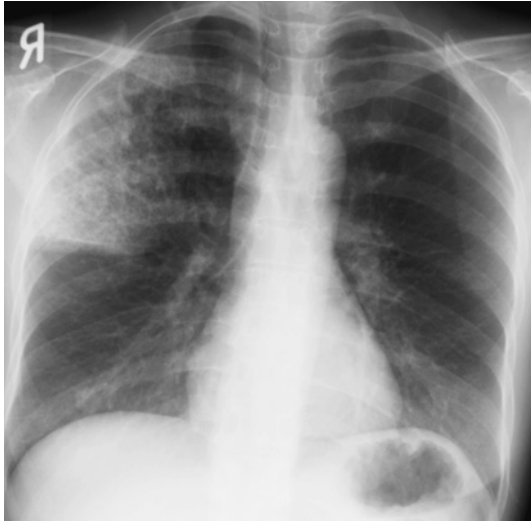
A chest X-ray showing infiltration in the right upper lung field.
